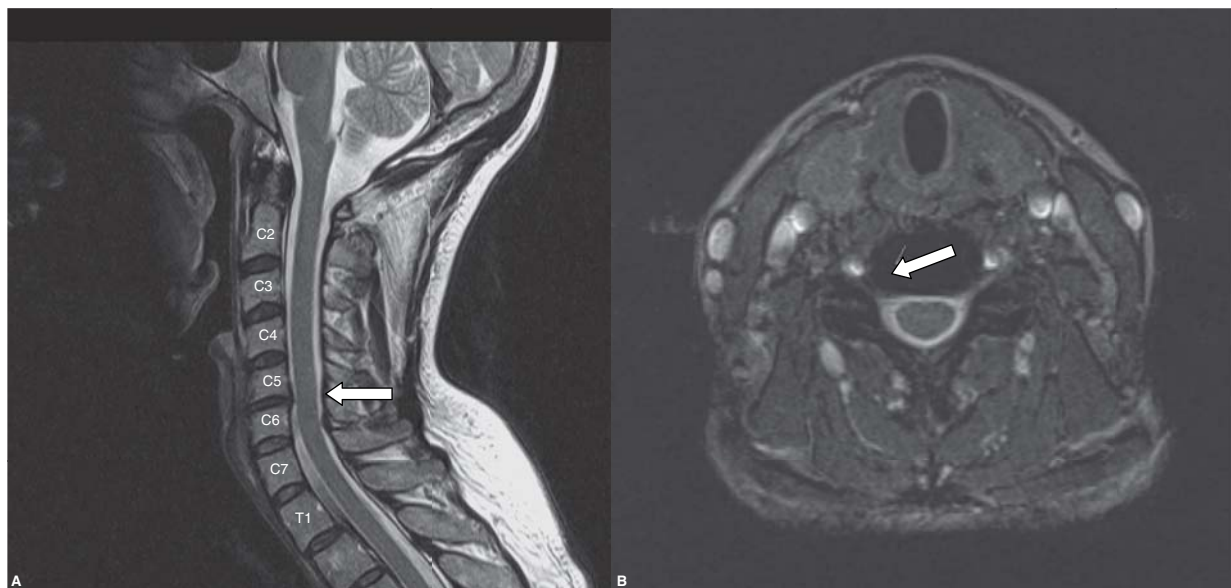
Resonancia magnética en radiculopatía cervical. A) Proyección sagital demostrando protrusión del disco intervertebral C5-C6. B) Proyección axial que muestra compresión del disco intervertebral sobre la raíz nerviosa (flecha).
